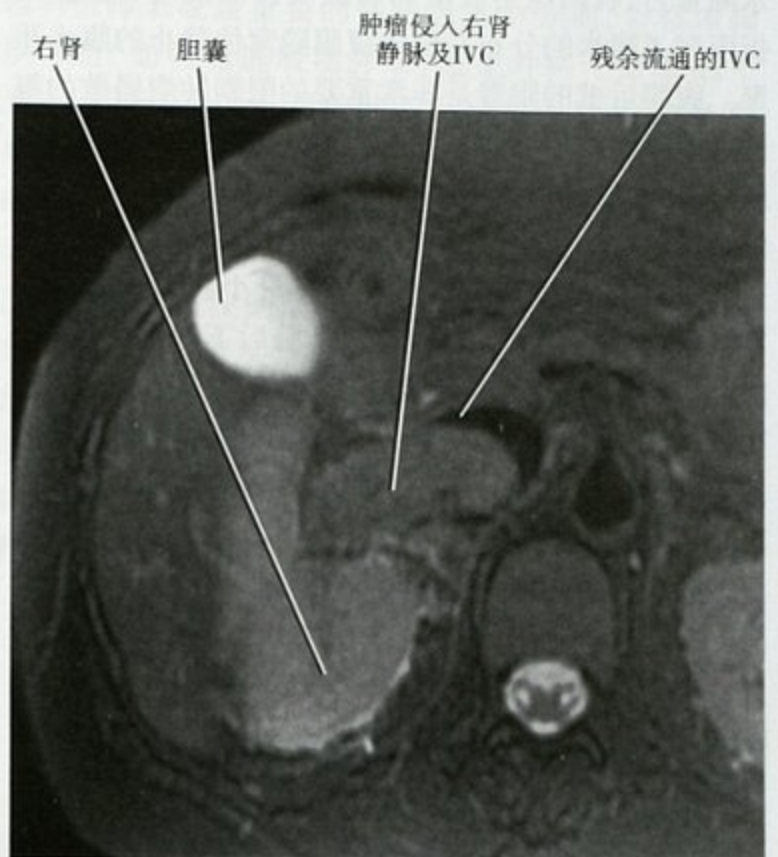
MRI 横断面 T2WI 可见右侧肾癌侵犯肾静脉并延伸至下腔静脉
